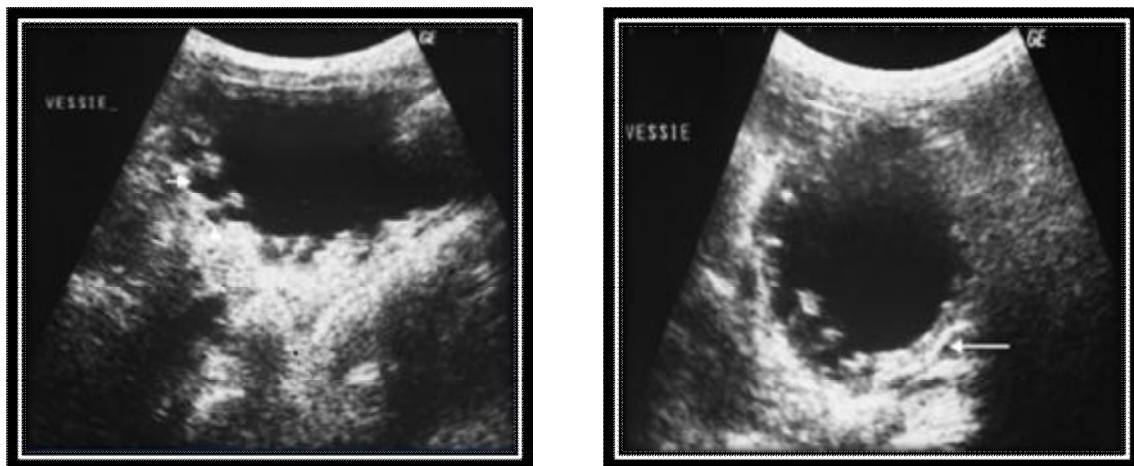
échographie vésicale chez un nourrisson de 2mois ayant une valve de l'urètre : vessie de lutte multidiverticulaire (tête de flèches) avec épaissement de la paroi vésicale (flèche). [29]
